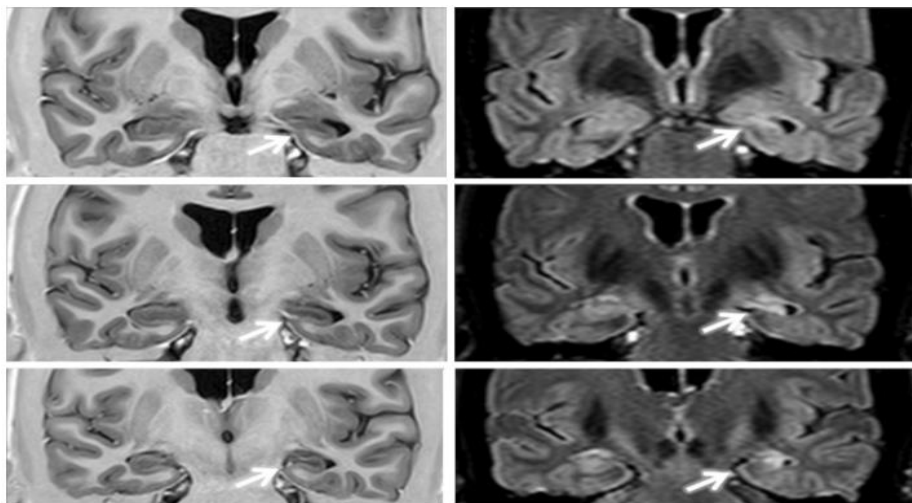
RM de un paciente con epilepsia mesial temporal con esclerosis hipocampal izquierda en corte en coronal T1 (derecha) y en FLAIR (imagen izquierda). Extraído de Cendes, Sakamoto, Spreafico, Bingaman & Becker (2014).
